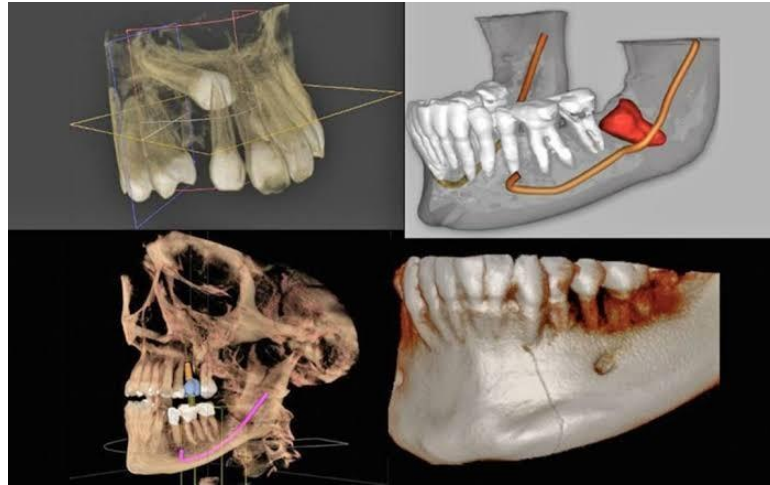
Diferentes vistas de una tomografía por haz de cono. ²²
